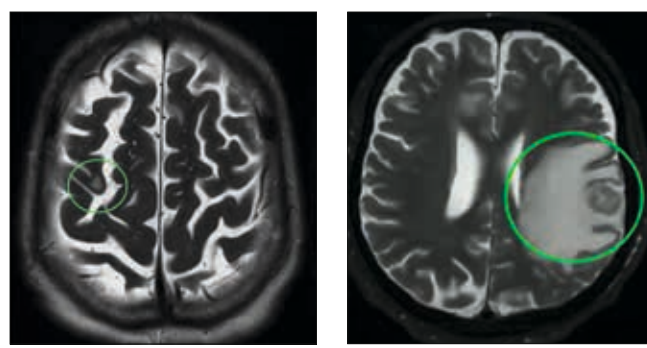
МРТ із внутрішньовенним введенням контрастної речовини у пацієнта з НДРЛ та метастазами (А – безсимптомний метастаз, Б – симптомний) у головному мозку
